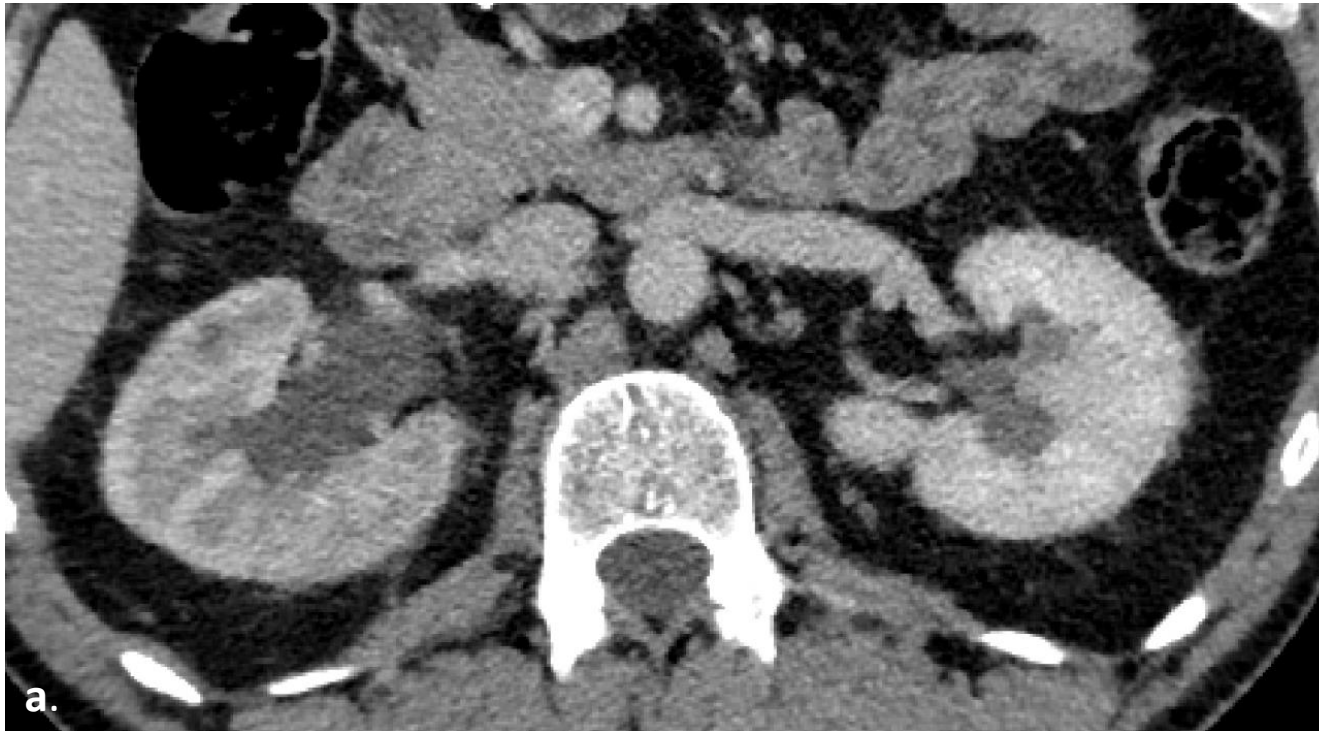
Imágenes axiales de TC con CIV. (a) (b) (c) Se observa aumento del tamaño del riñón derecho con realce heterogéneo y leve reticulación del espacio perirrenal así como hipercaptación de las paredes del uréter (flecha blanca) con moderada dilatación de este, en su tercio proximal, todo ello compatible con pielonefritis aguda.
